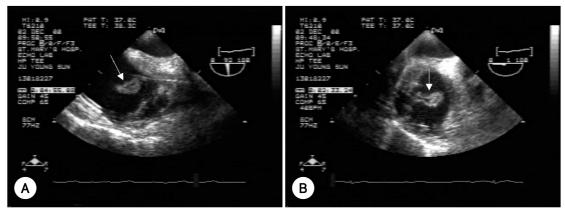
Transesophageal echocardiographic (A and B) findings of 29-year old woman with VVI type permanent pacemaker for 11 days due to sick sinus syndrome show the mass attached to lead in right atrium and superior vena cava (arrow).
